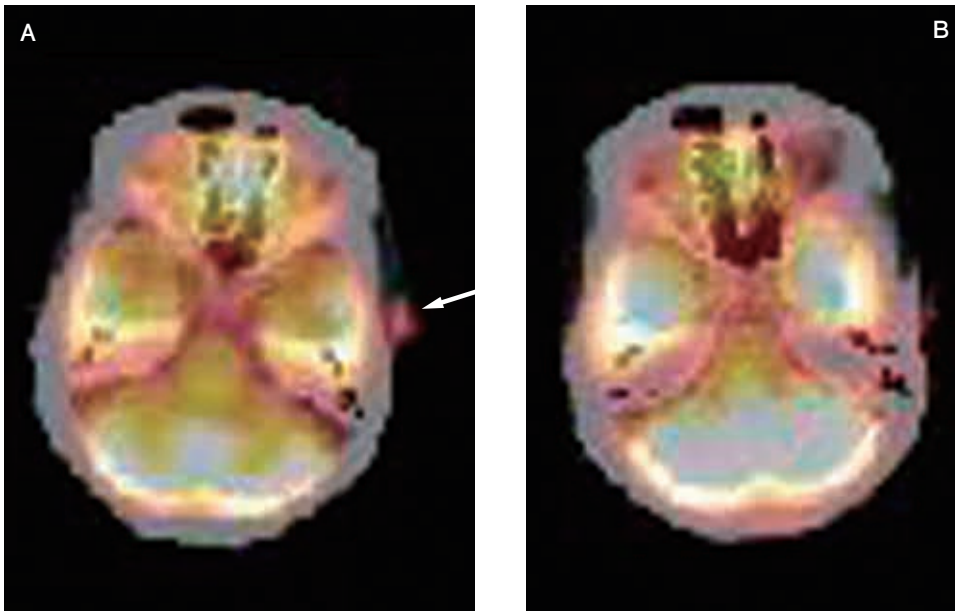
頭部 FDG PET/CT 横断像 (A : 治療前, B : 治療後)
